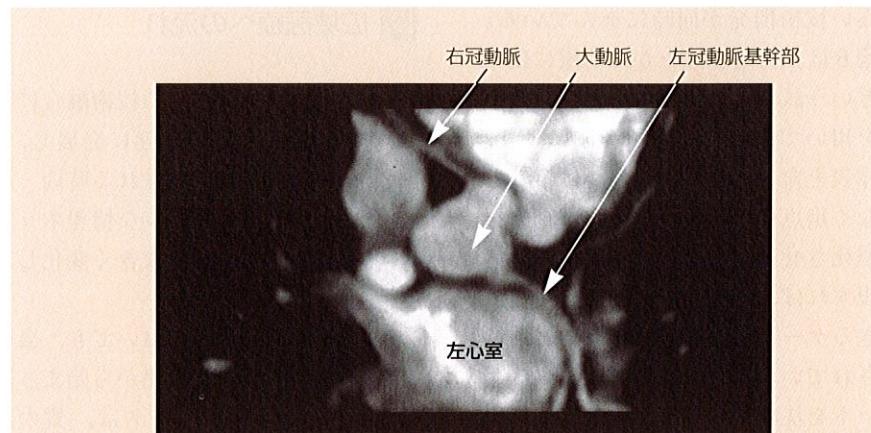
高速MRIによる冠動脈の撮影 従来MRIでは画像化が難しかった冠動脈の撮影などが、高速スキャン法の開発により可能となってきた。
